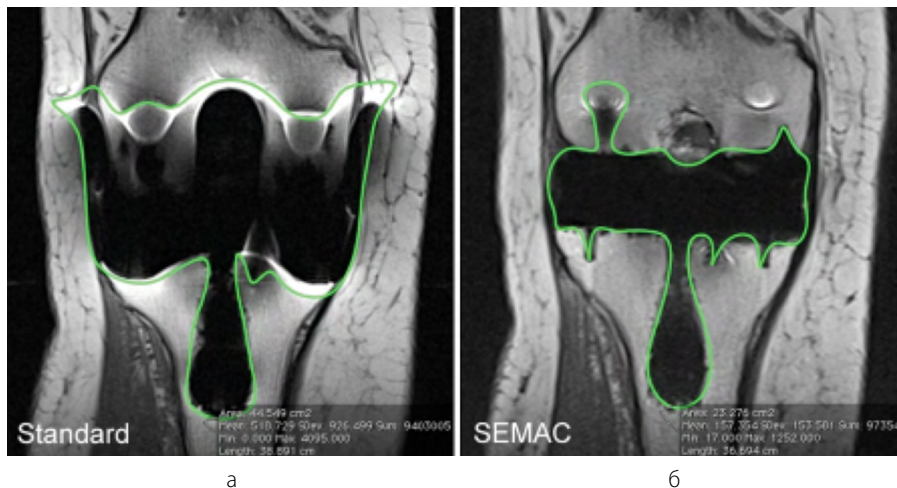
МР-томограммы коленного сустава после тотального эндопротезирования, T1 ВИ, корональные плоскости: а – без SEMAC; б – с использованием SEMAC. Рисунок из статьи [15]
